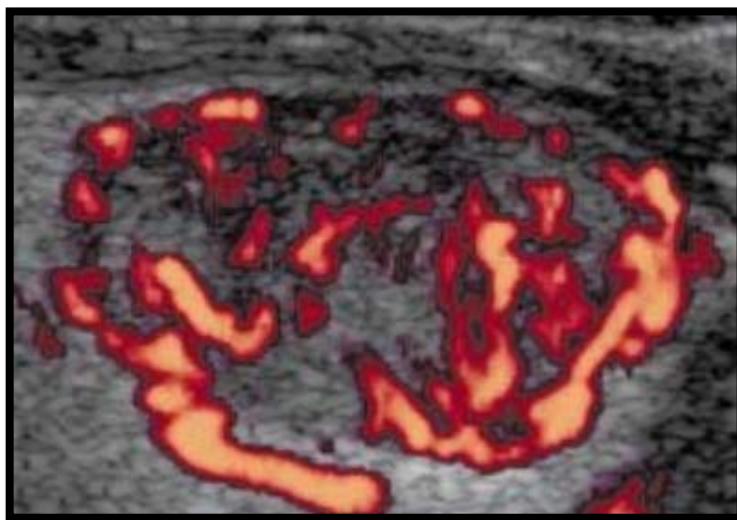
Vascularisation intra nodulaire prédominante en doppler couleur(87)
